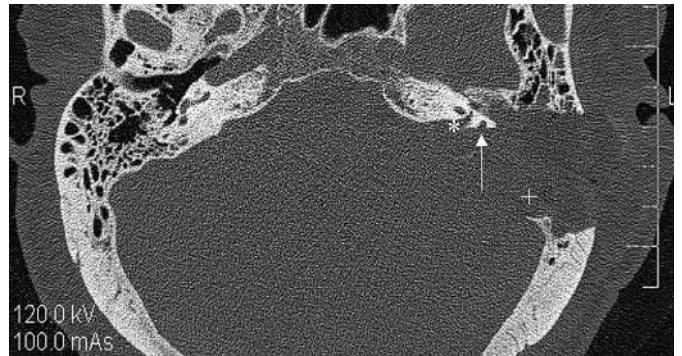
Postoperatives axiales CT nach linksseitiger translabyrinthärer Tumorentfernung eines ELST-Typ C (Pat. B. W.): Scharfer Resektionsrand mit verbliebener vorderer knöcherner Begrenzung des Inneren Gehörgangs (\*) mit Übergang des Fundus zum Ganglion geniculi. Der Pfeil markiert den eröffneten residualen vorderen Bogengang. Die Felsenbeinkante einschließlich das Knochenbett des ligierten Sinus sigmoideus (+) sind operativ abgetragen.
